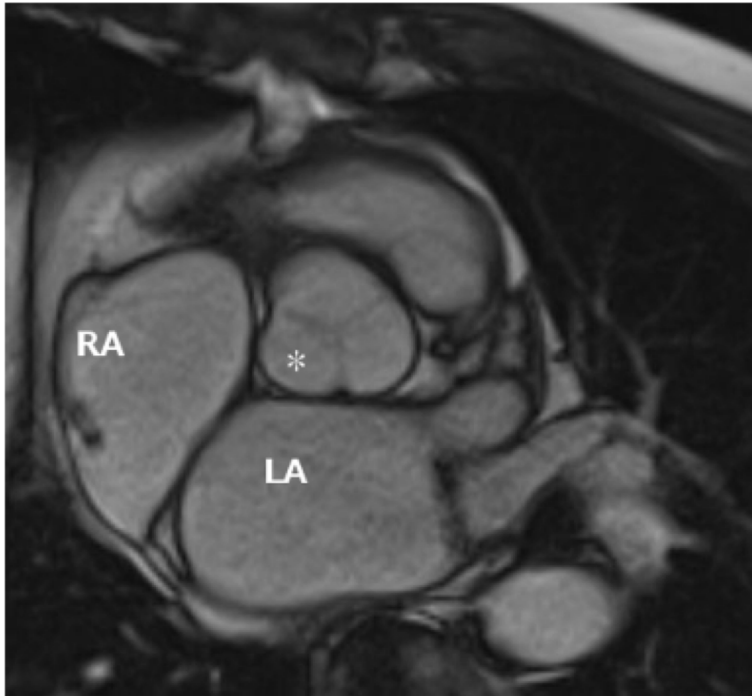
Cross-sectional magnetic resonance image (short-axis view) at the level of the cardiac base showing the topographic relation of the aortic sinuses of Valsalva to the surrounding cardiac structures in a control subject. The *asterisk* denotes the NCAC.
